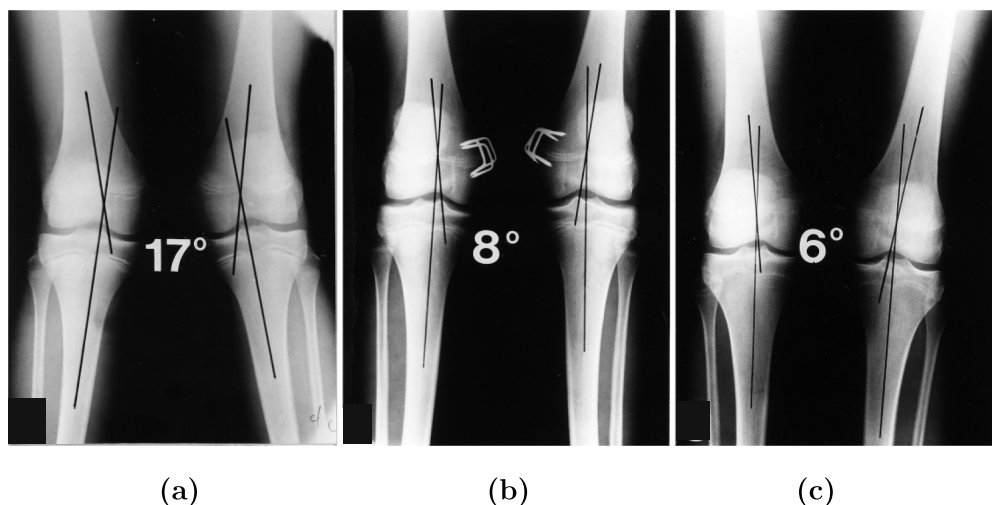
Radiographies d'un patient avec un genu valgum (a) préopératoire, (b) 5 mois après épiphysiodèse partielle et (c) à maturité squelettique (image adaptée de Volpon (1997))
